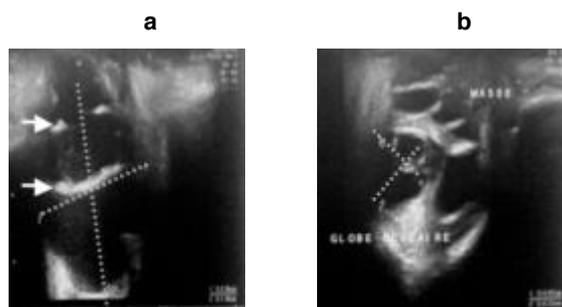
échographie orbitaire: Formation kystique, cloisonnée (flèches), de 24 x 18 mm (a), refoulant le globe oculaire (b) qui est de taille très réduite.
